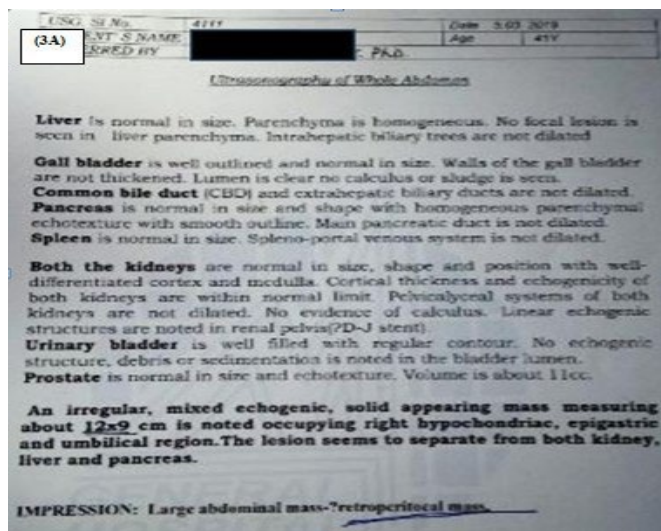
3A) и 3B) УЗИ (03.05.2019). 3C) КТ (23.04.2019) брюшной полости во время конвенционального лечения (химиотерапия). Результаты: Опухоль сохранялась во время лечения; инвазия опухоли в поясничные позвонки.
